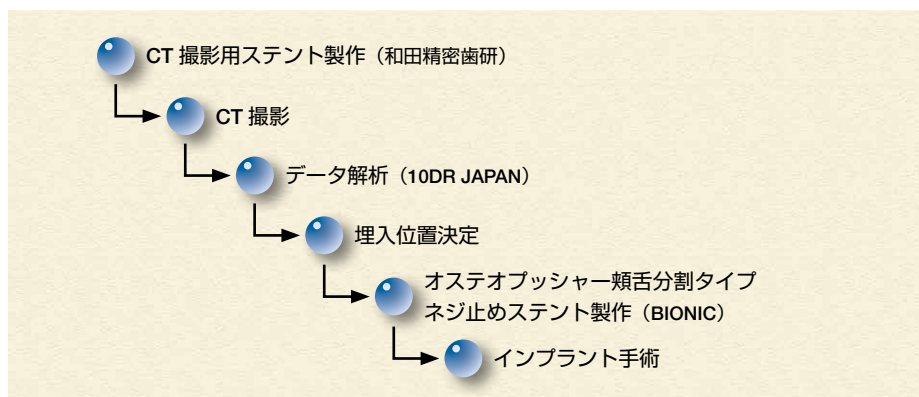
CT を使用したコンピューターシミュレーションによる治療の流れ。
